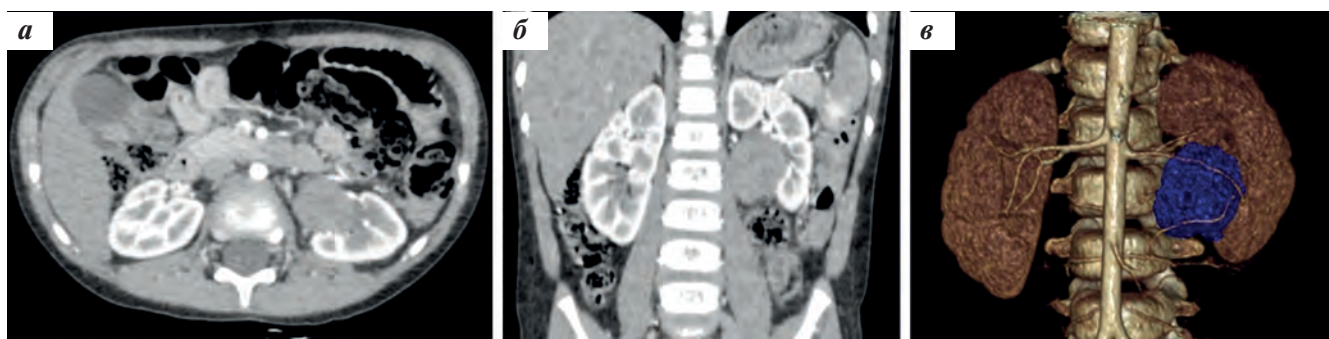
КТ образования левой почки: аксиальный (а) и фронтальный (б) срезы, 3D-реконструкция (в) до начала лечения
